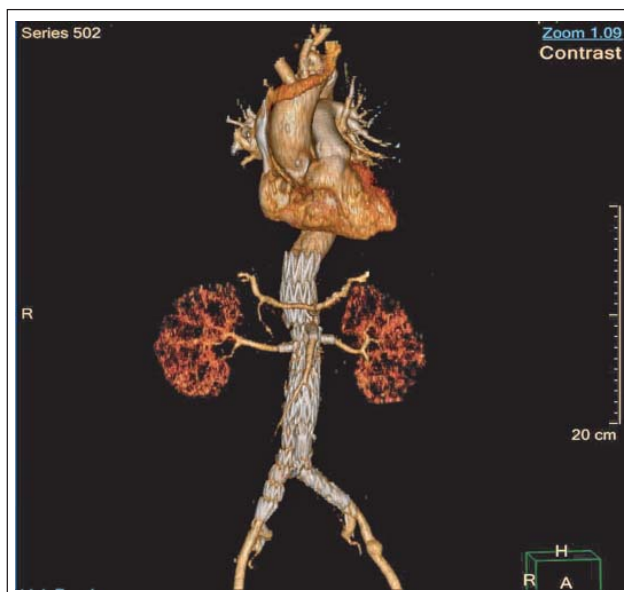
Postoperative CT-Angiographie des mit einer 4-fach fenestrierten endovaskulären Stentprothese versorgten thorakoabdominellen Aortenaneurysmas (Zenith Fenestrated, Cook Medical).
